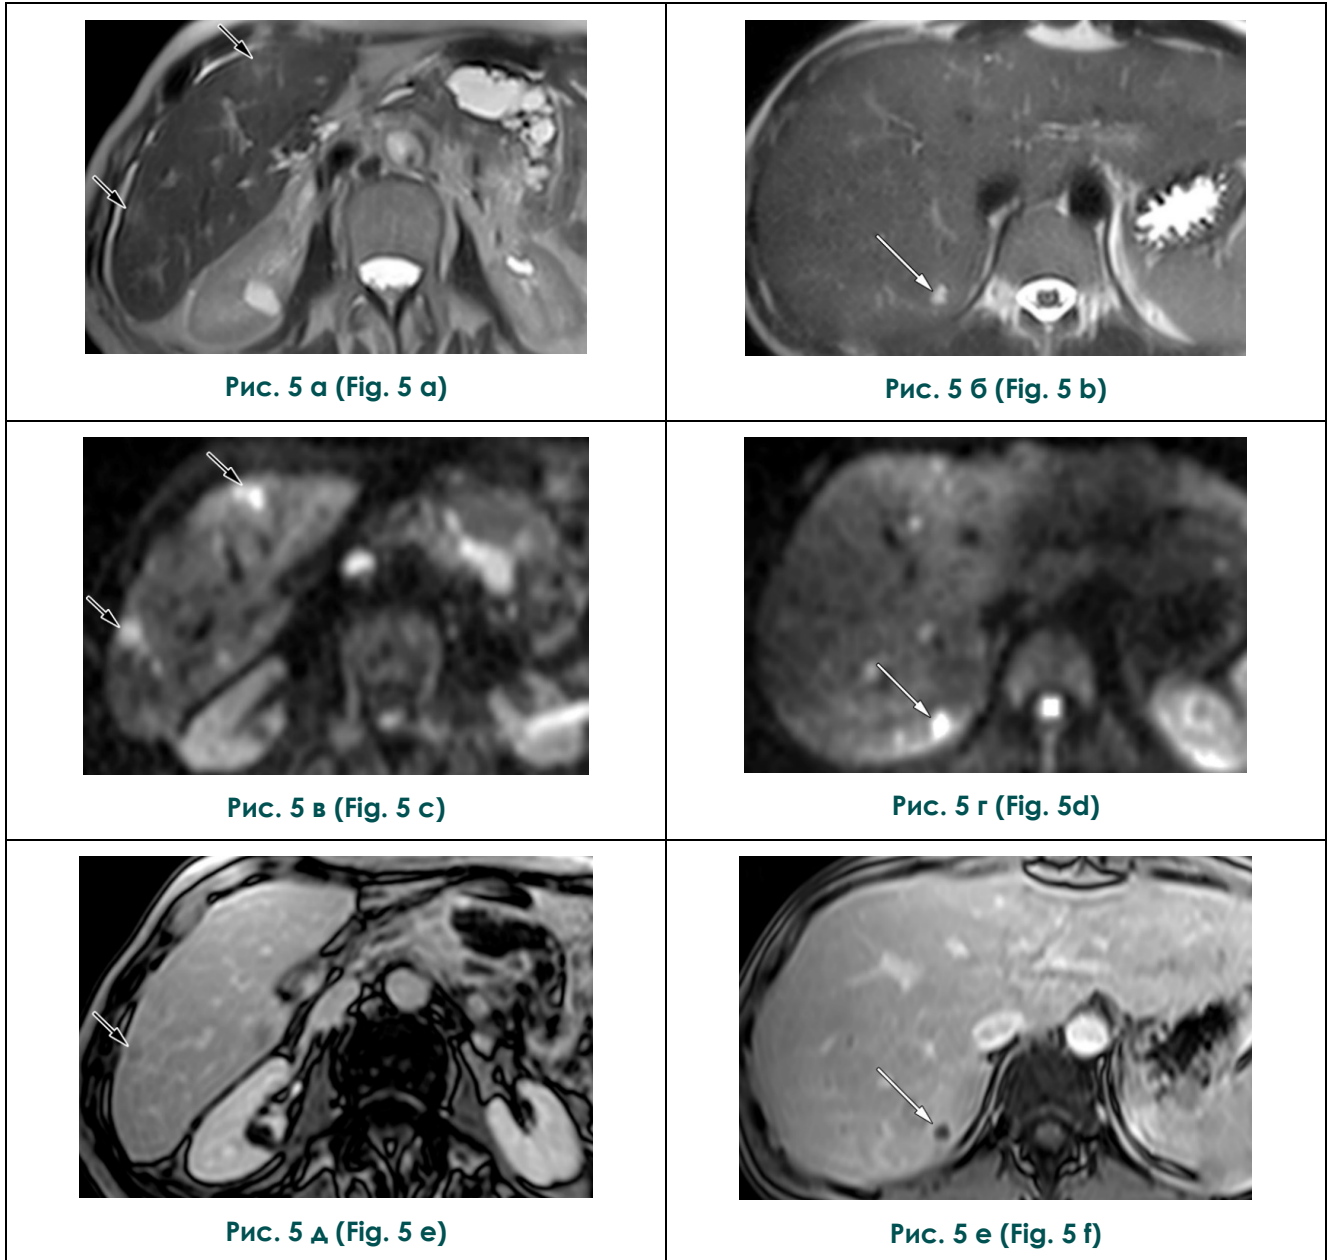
Дифференциальная диагностика метастазов печени и выявленных у пациентки зон изменения МР-сигнала в паренхиме печени. МРТ-изображения двух пациентов: с метастазами печени (а, в, д) и обсуждаемой пациентки (б, г, е). а, б – Т2-ВИ; в, г – DWI (b=800); д, е –Т1-СЕ.
